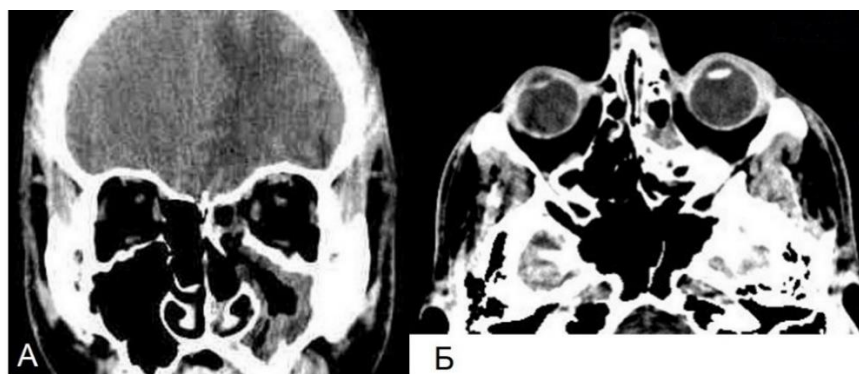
КТ околоносовых пазух пациента К., 23 лет, через 21 день после хирургического лечения в коронарной (А) и аксиальной (Б) проекциях
